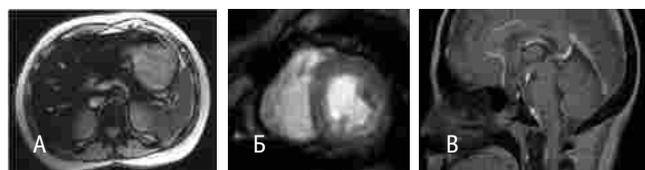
Оценка накопления железа в печени, поджелудочной железе, гипофизе и миокарде с помощью магнитно-резонансной томографии в режиме T2*
